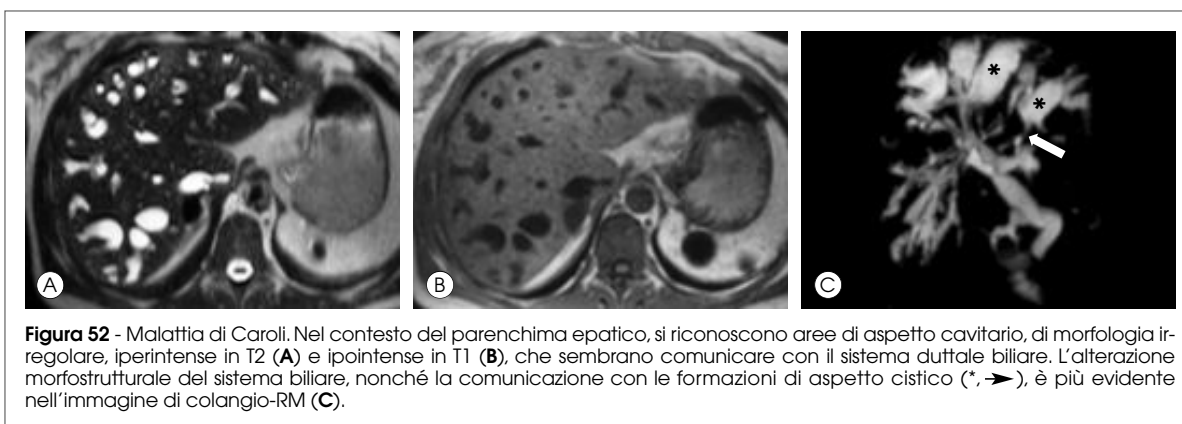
Malattia di Caroli. Nel contesto del parenchima epatico, si riconoscono aree di aspetto cavitario, di morfologia irregolare, iperintense in T2 (A) e ipointense in T1 (B), che sembrano comunicare con il sistema duttale biliare. L'alterazione morfostutturale del sistema biliare, nonché la comunicazione con le formazioni di aspetto cistico (*), è più evidente nell'immagine di colangio-RM (C).
